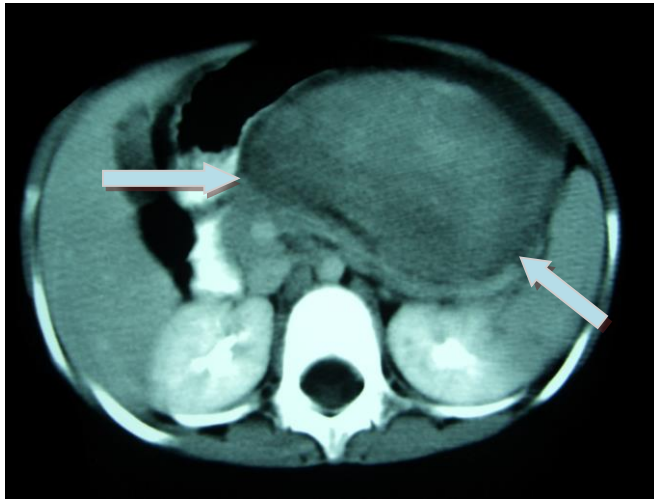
TC de abdome após injeção de material de contraste, evidenciando a volumosa tumoração (setas).
